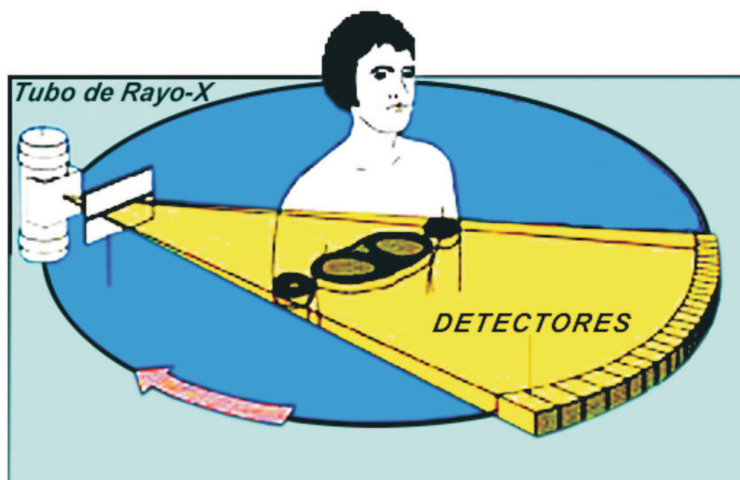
Tomografia de Raios X
